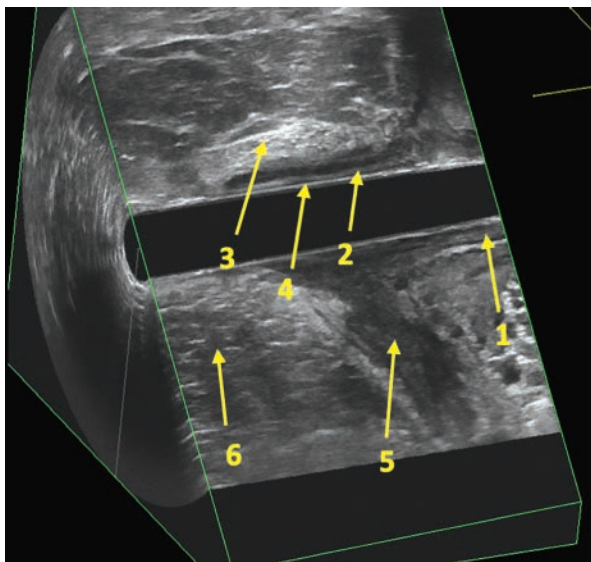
Эхограмма 3D ЭРУЗИ, комбинированные сечения (аксиальная и сагиттальная плоскость). Строение анального канала. 1 — стенка нижеампулярного отдела прямой кишки, 2 — внутренний сфинктер, 3 — наружный сфинктер, 4 — эпителий-подэпителиальная выстилка, 5 — ножка/пучок *m. levator ani*, 6 — подкожная клетчатка
